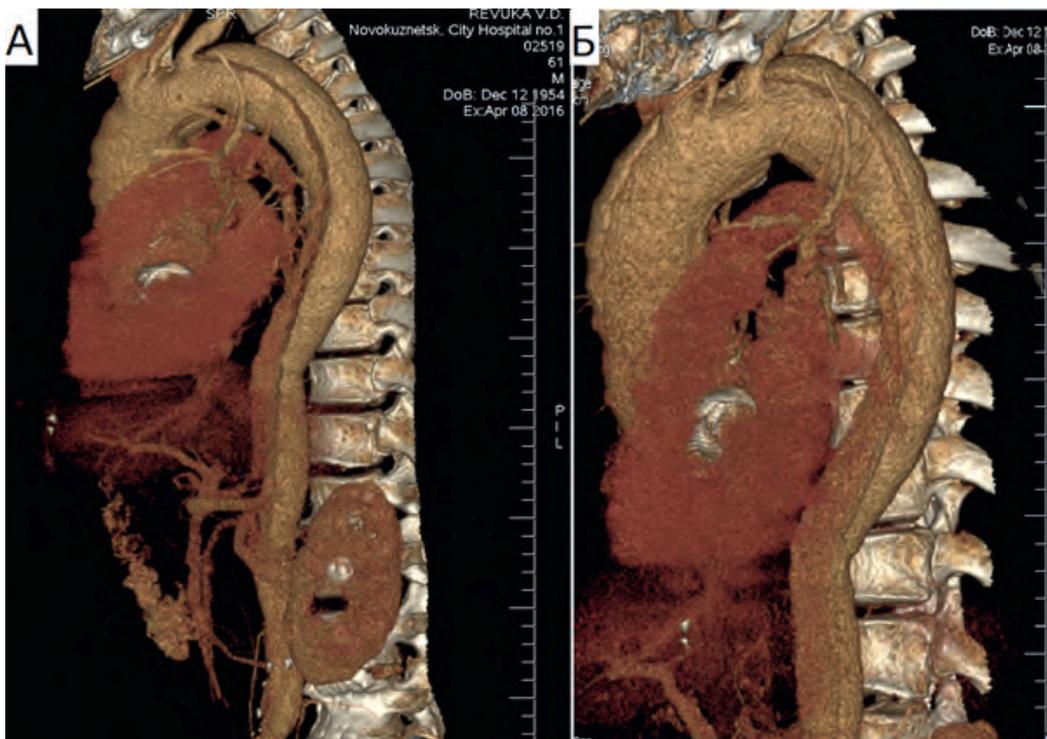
Мульти-спиральная компьютерная томография аорты, 3 D реконструкция. А, Б - Визуализация панаорты с ветвями. Признаки расслоения аорты, распространяющегося на все отделы.
